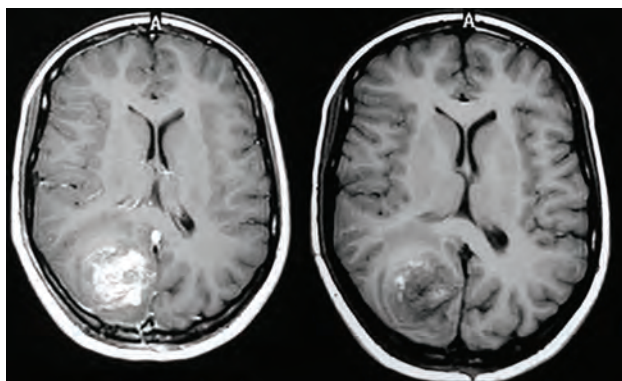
RM de cerebro con y sin contraste.
